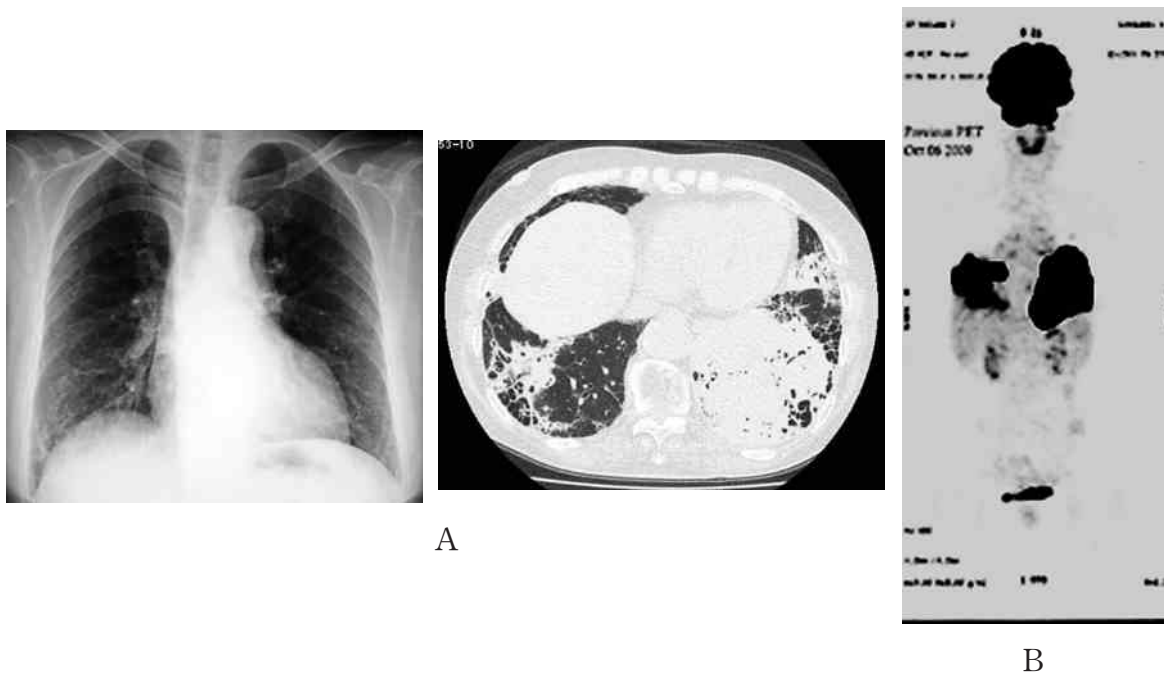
Chest radiograph and CT scan showed infiltration in both lower lung fields (A), which were positive for ^{18}F -Fluorodeoxy glucose positron emission tomography (FDG-PET) (B).
